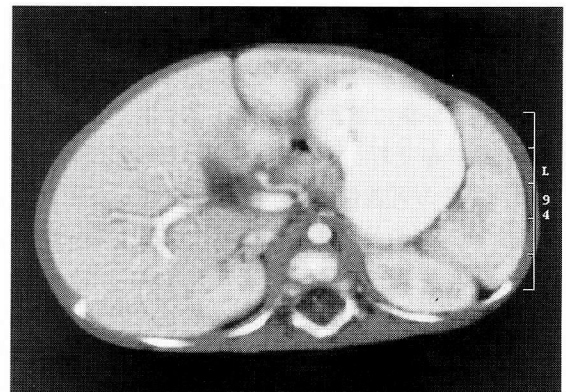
a, b Congenital tuberculosis, case 2. 2a, Chest radiograph demonstrates diffuse, nodular opacities with small cavities in bilateral lung fields. 2b, Computed tomography scan at liver level demonstrates bilateral hypodensity around enhanced central and peripheral portal veins.
